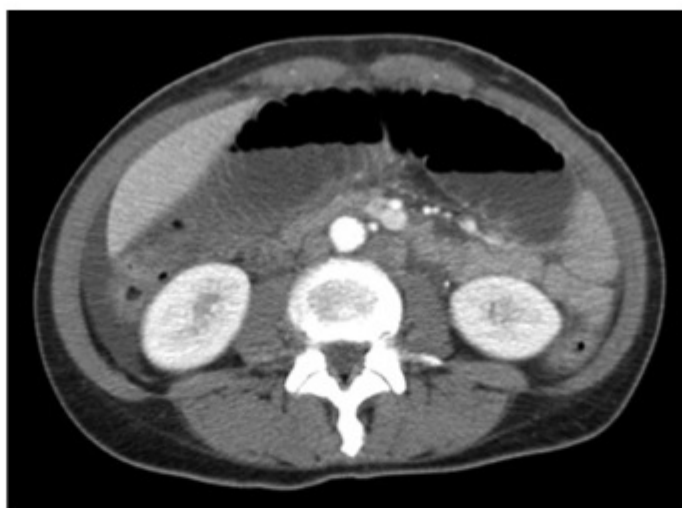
Vista axial de TC do abdome de uma mulher com obstrução mecânica do intestino delgado, demonstrando alças dilatadas cheias de líquido com a presença, também, de intestino delgado descomprimido. Notar o líquido intraperitoneal livre, adjacente ao espaço lateral ao fígado.
